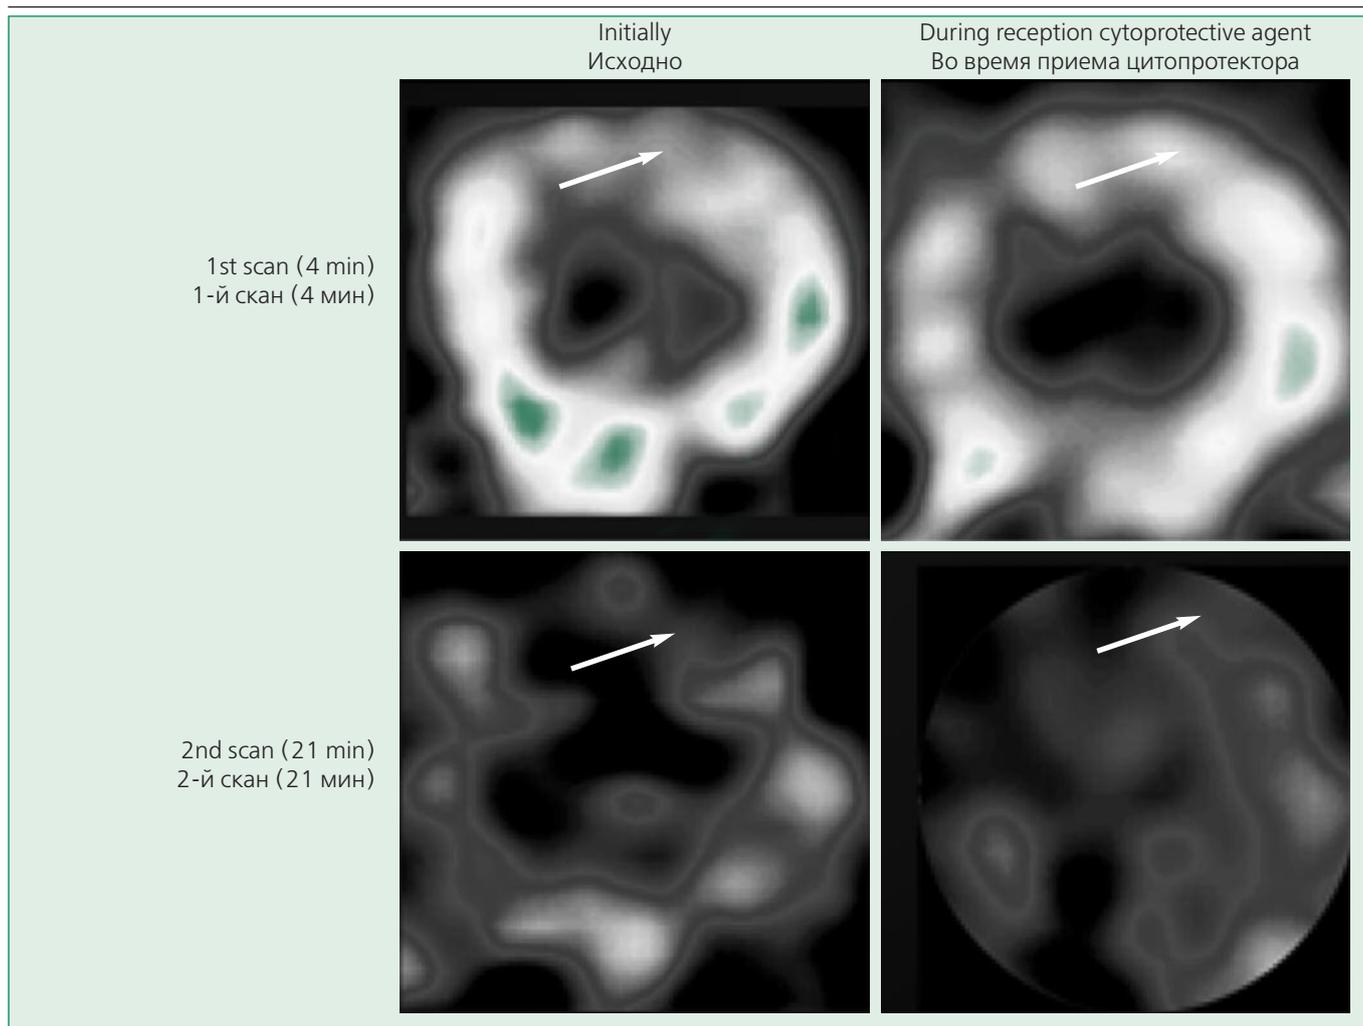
Evaluation of fatty acid metabolism by PET with ^{11}C -sodium butyrate (explanation in the text)
